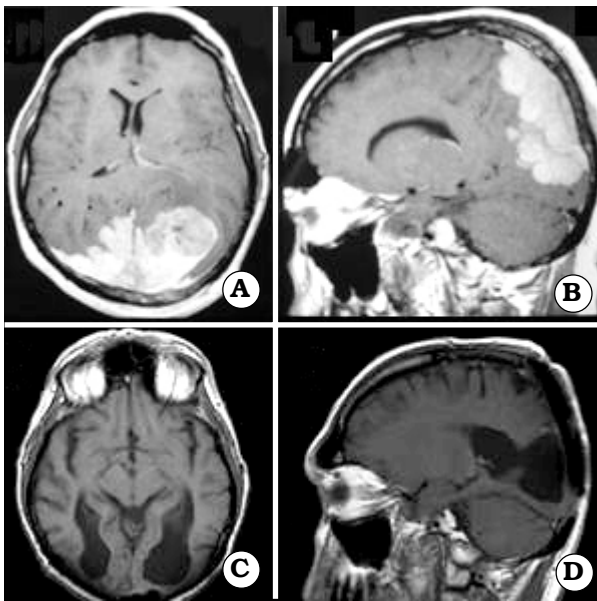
Caso 5. A-B: IRM prequirúrgica, cortes axial y parasagital en secuencia T1 con contraste, que evidencia meningioma atípico occipital bilateral. C-D: IRM postquirúrgica T1 con contraste.
